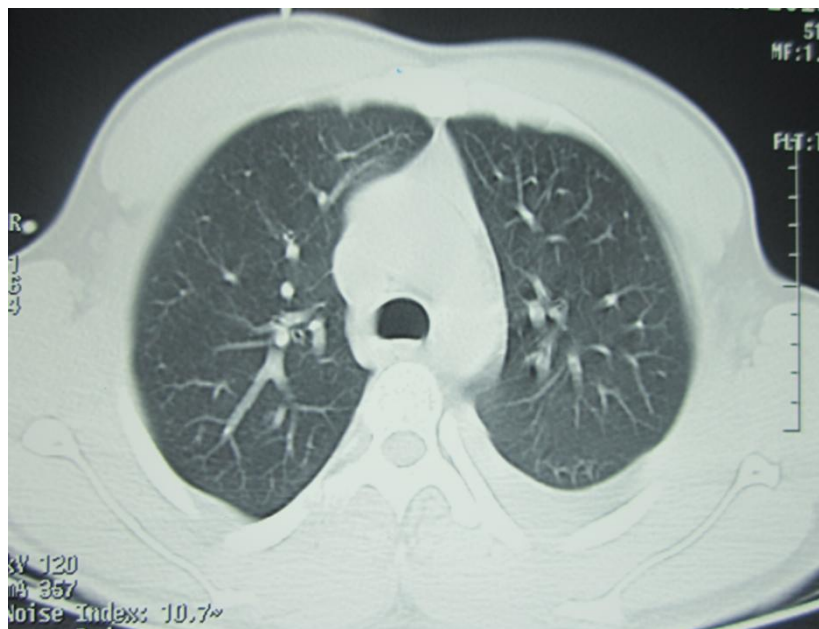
TDM thoracique : Hémothorax gauche isolé
